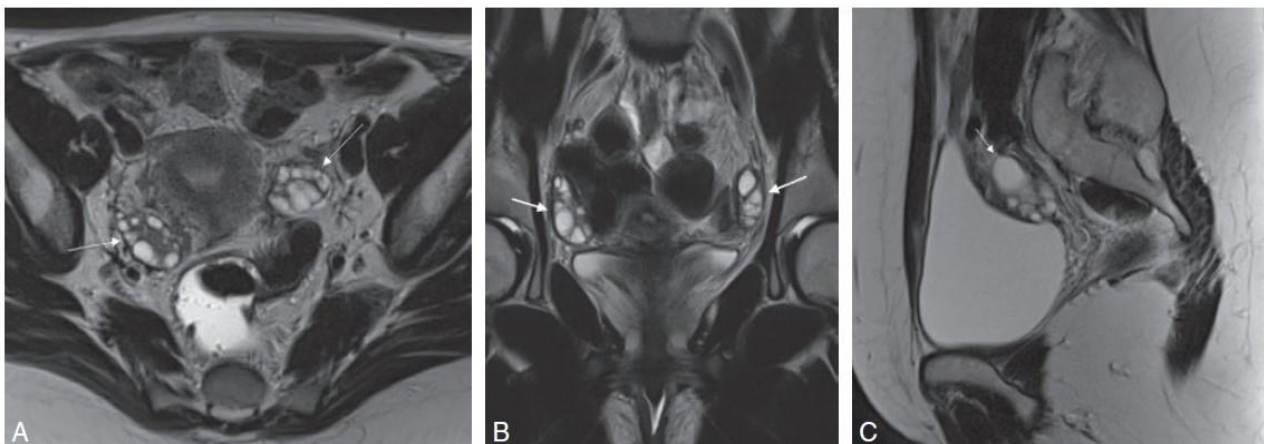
Ovaries : aspects IRM.
